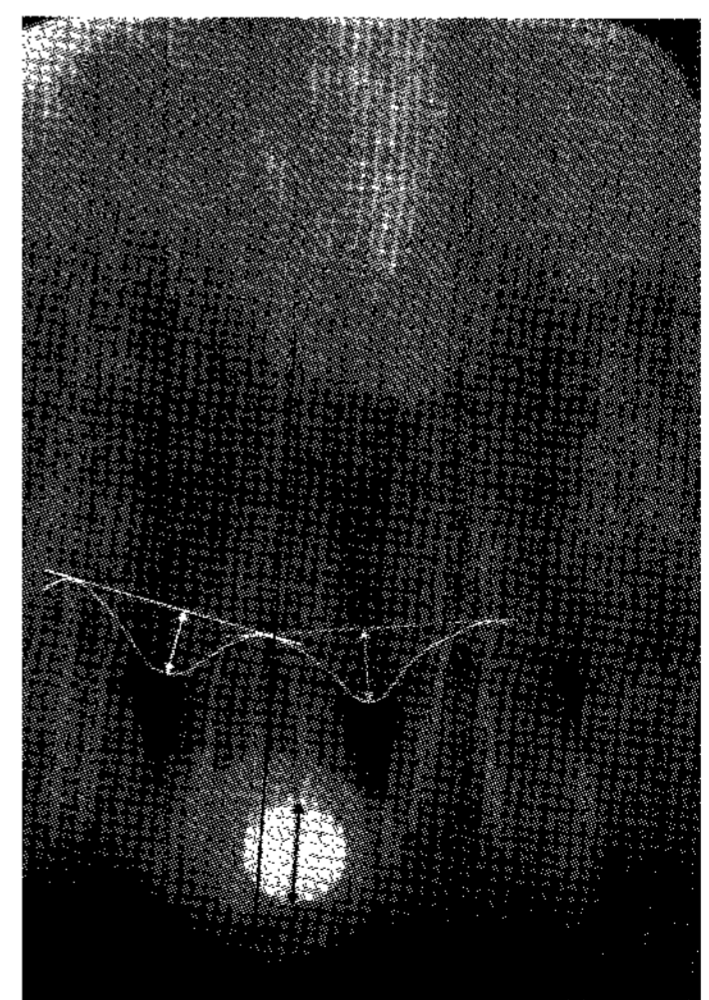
Analysis of radiograph. The distance from height of interproximal bone to the labial bone crest was measured on UTHSCSA ImageTool ver 3.0 program
